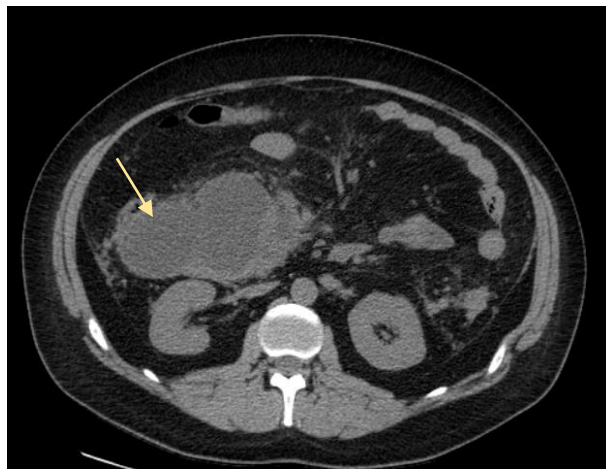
Нативная КТ органов брюшной полости. Псевдокиста головки поджелудочной железы (28 день заболевания)
